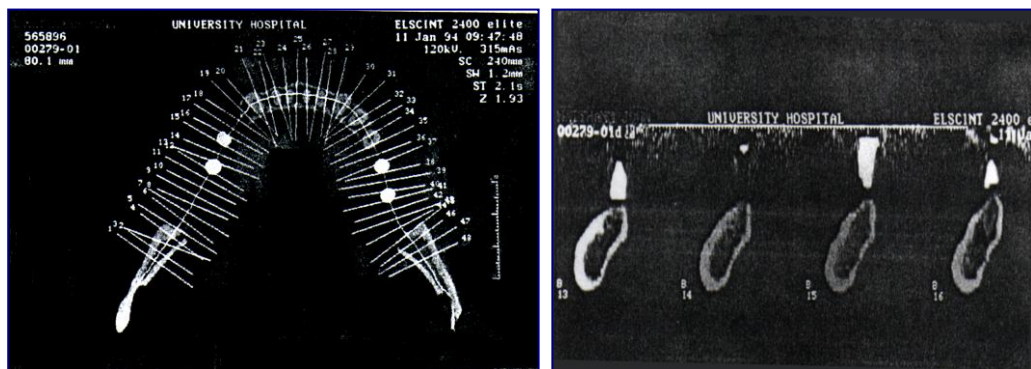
Figura # 62 A.- Vista oclusal de la tomografía computadorizada con las marcas de gutapercha. B.- Imagen de sección transversa de la tomografía computadorizada con los marcadores de gutapercha. Tomado de Pensum 1995
